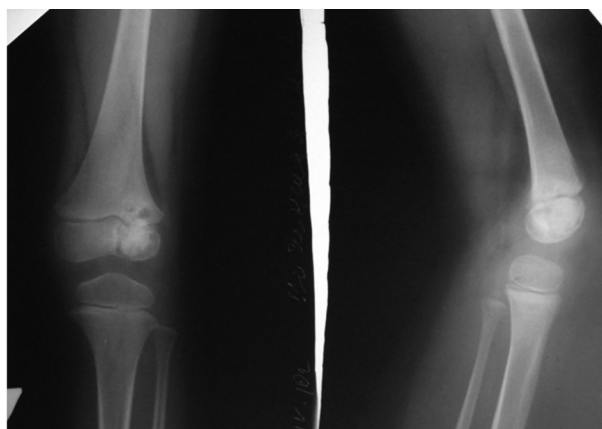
Рентгенограммы левого коленного сустава.
